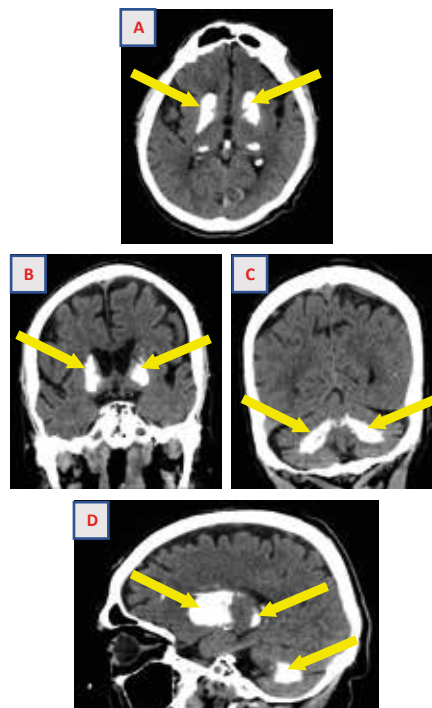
Tomografía axial computarizada de cerebro sin contraste: se observan calcificaciones simétricas y bilateral de los ganglios basales, segmentos posteriores de los núcleos talamos y regiones centrales de ambos hemisferios cerebelosos, hallazgos en relación a Enfermedad de Fahr. (A) vista horizontal, (B, C) vista coronal, (D) vista sagital
